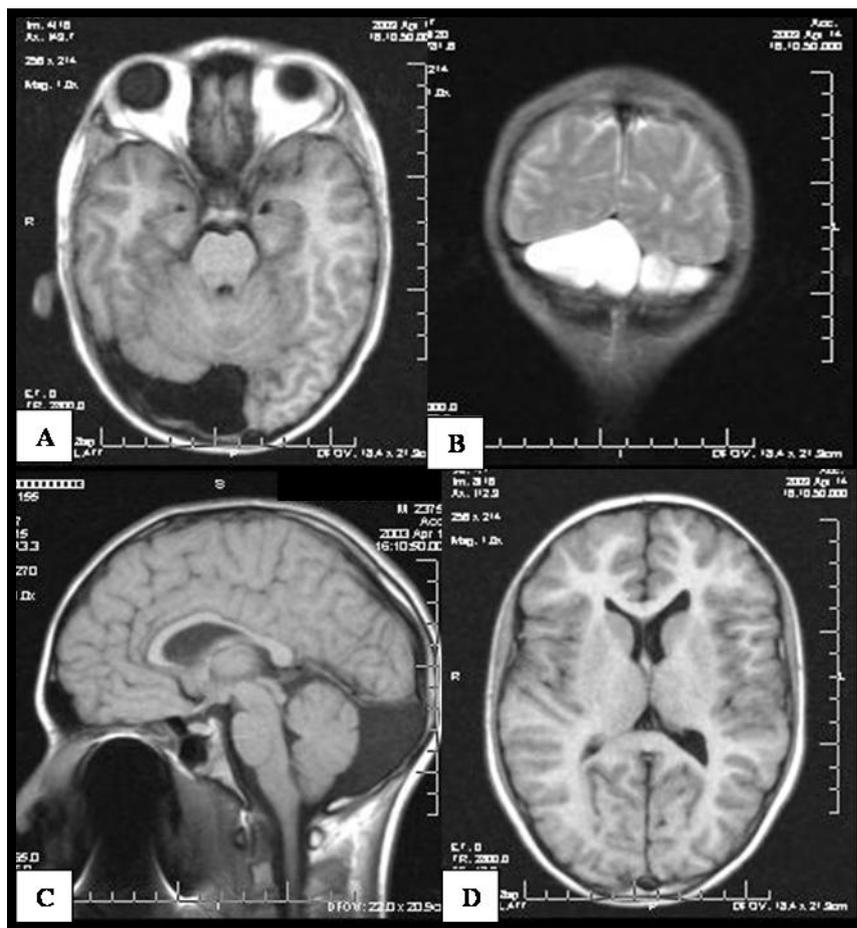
Ressonância magnética nas seqüências axial T1 (A e D), sagital T1 (C) e coronal T2 evidenciando cisto de aracnóide da fossa posterior – paciente 3
